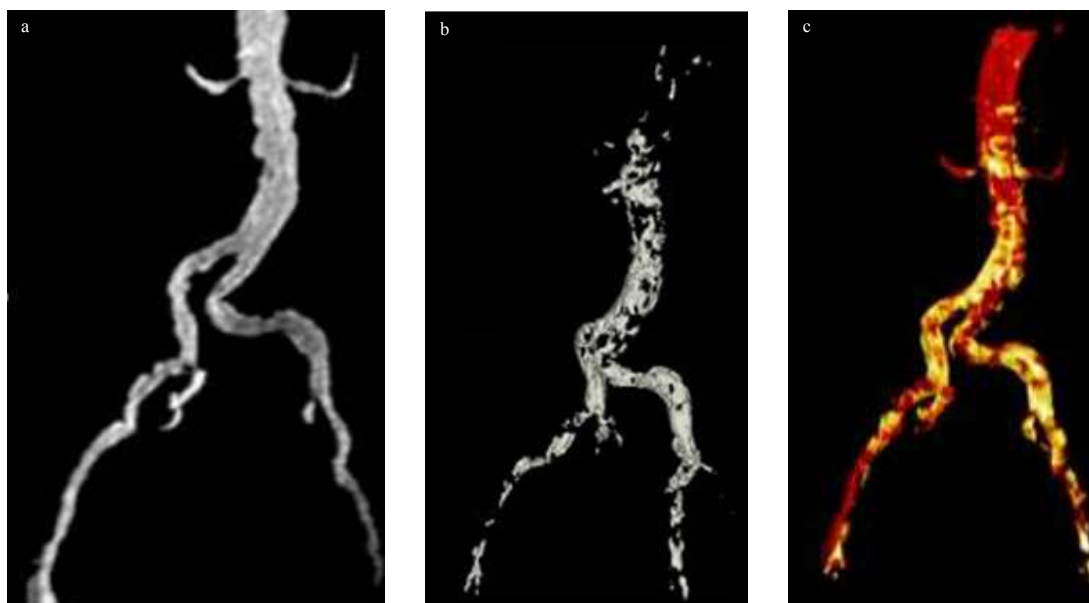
Bilan pré-greffe rénale. Angio-IRM aorto-iliaque (a), scanner sans injection (b), fusion des deux images (c).
